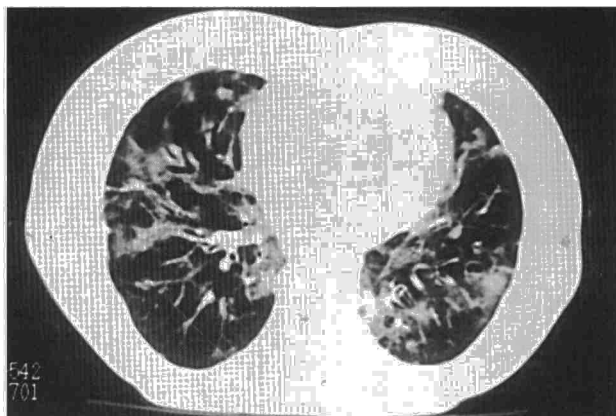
TAC torácica. Demuestra la existencia de bronquiectasias, infiltrados alveolointersticiales y algunos nódulos subpleurales.
